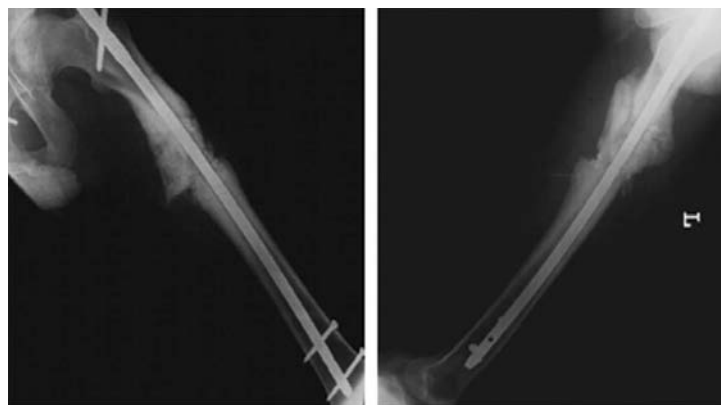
Рентгенограммы и внешний вид больного Р. через 4,5 месяца после ревизионной операции
